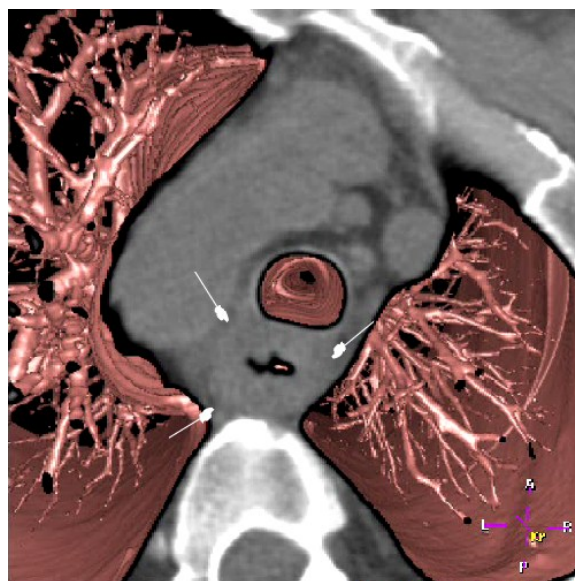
CT/VB-Hybrid-Darstellung des Ösophagus (s. Pfeile); Patient Nr. 2
